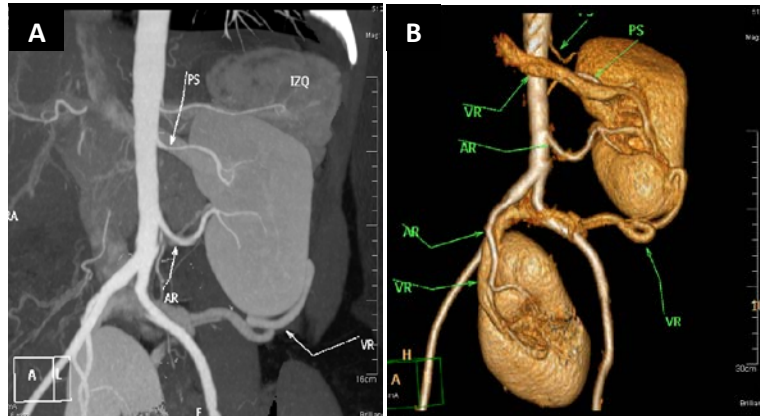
ERS bilateral de una mujer de 46 años. (A) Angiotomografía de vasos renales. (B) Reconstrucción volumétrica. (AR: arteria renal; VR: vena renal; PS: arteria polar superior.) Obsérvese el origen de la AR derecha cercano a la bifurcación aórtica; también una PS izquierda y las variantes en número y disposición del árbol venoso.
